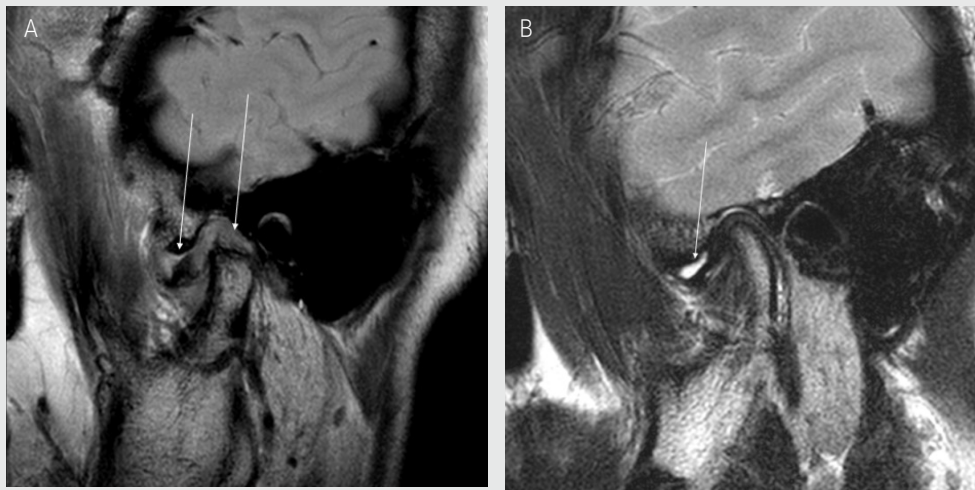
Degeneration and effusion on MRI. A. Degenerative changes of the mandibular condyle and pathological changes in the position and shape of the articular disc (T1-weighted MRI image). B. Effusion in the superior joint space (T2-weighted MRI image).
